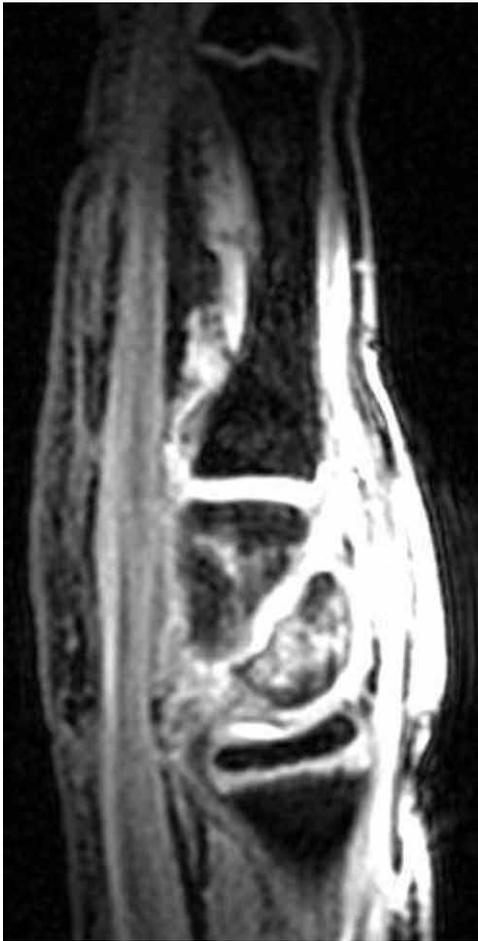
Resonancia magnética que revela avulsión volar del margen del semilunar, luxación medio-carpiana e inflamación del tejido blando.
